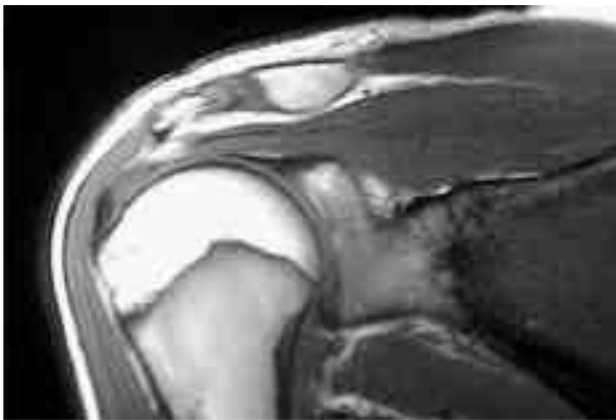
Aynı olgunun (Şekil 4) omuz eklemi artrografisinde özellikle ön ve alt bölümde kapsül genişlemesi görülmüştür.
